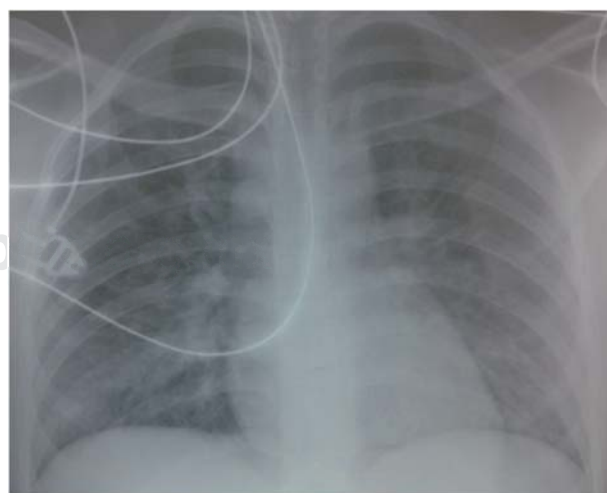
Radiografía AP de tórax que muestra datos de congestión pulmonar perihiliar.
